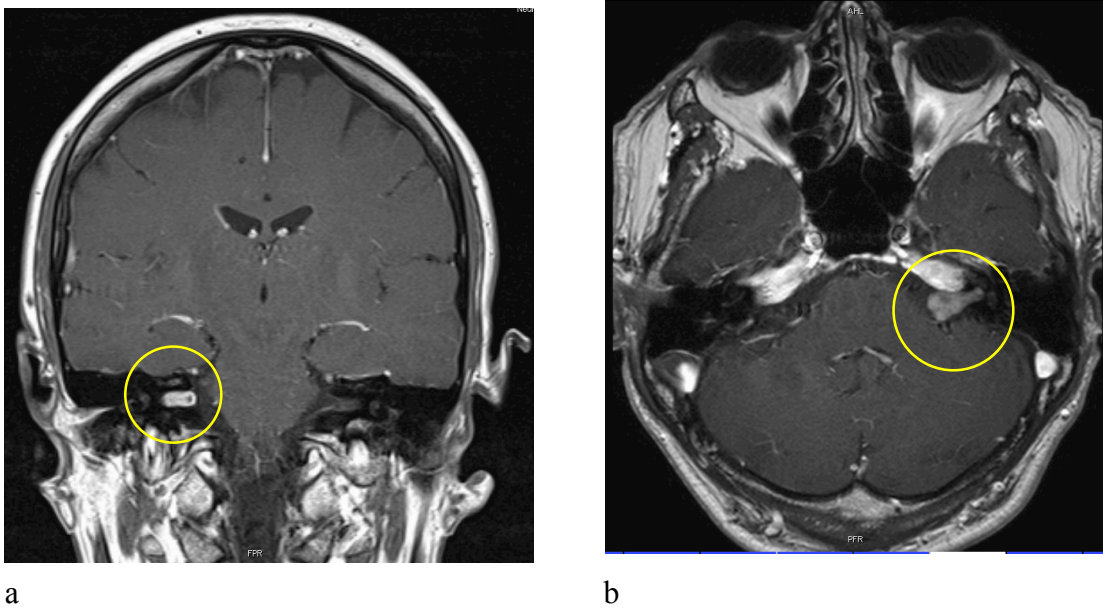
a) koronare kontrastmittelgestützte MRT-Aufnahme in T1-Wichtung eines intrameatalen AN rechts
